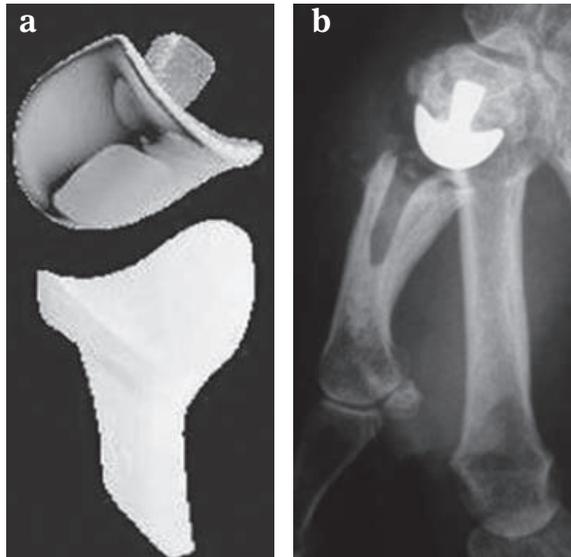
a, b : Prothèse totale en selle. L'implant (a) et la radiographie postopératoire (b).
